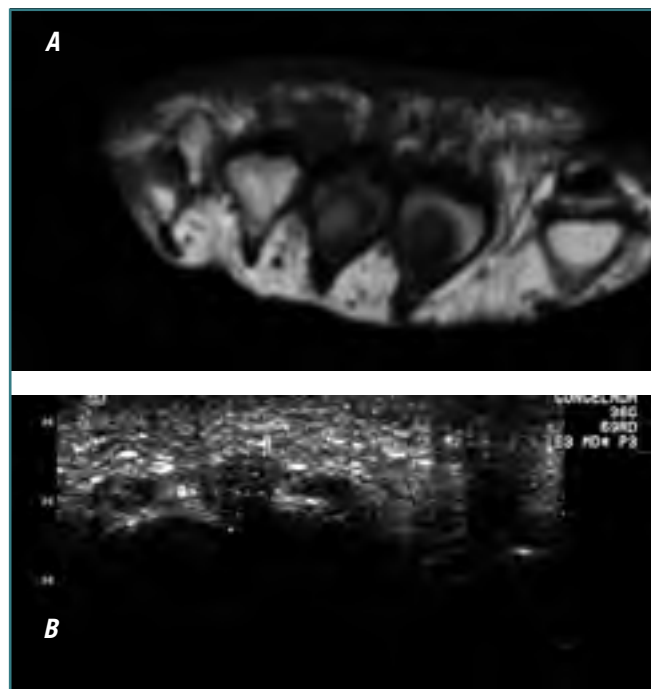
Paciente de 60 años que desde hace 1,5 años presenta dolor en la zona interfalángica distal del dedo 3-4, pie derecho. A: Imagen RM axial potenciada en T_1 : Tumoración ovoidea plantar en tercer espacio interdigital, isointensa al músculo, compatible con neuroma de Morton. B: Imagen US axial de la planta del pie que muestra tumoración bien definida e hipocogénica que protruye en la grasa plantar del espacio interdigital.
